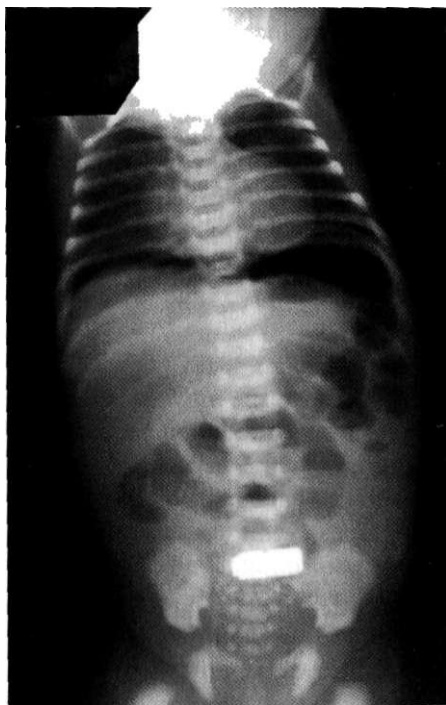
Обзорная рентгенография органов брюшной полости. Некротический язвенный энтероколит. Стадия перфоративного перитонита.
